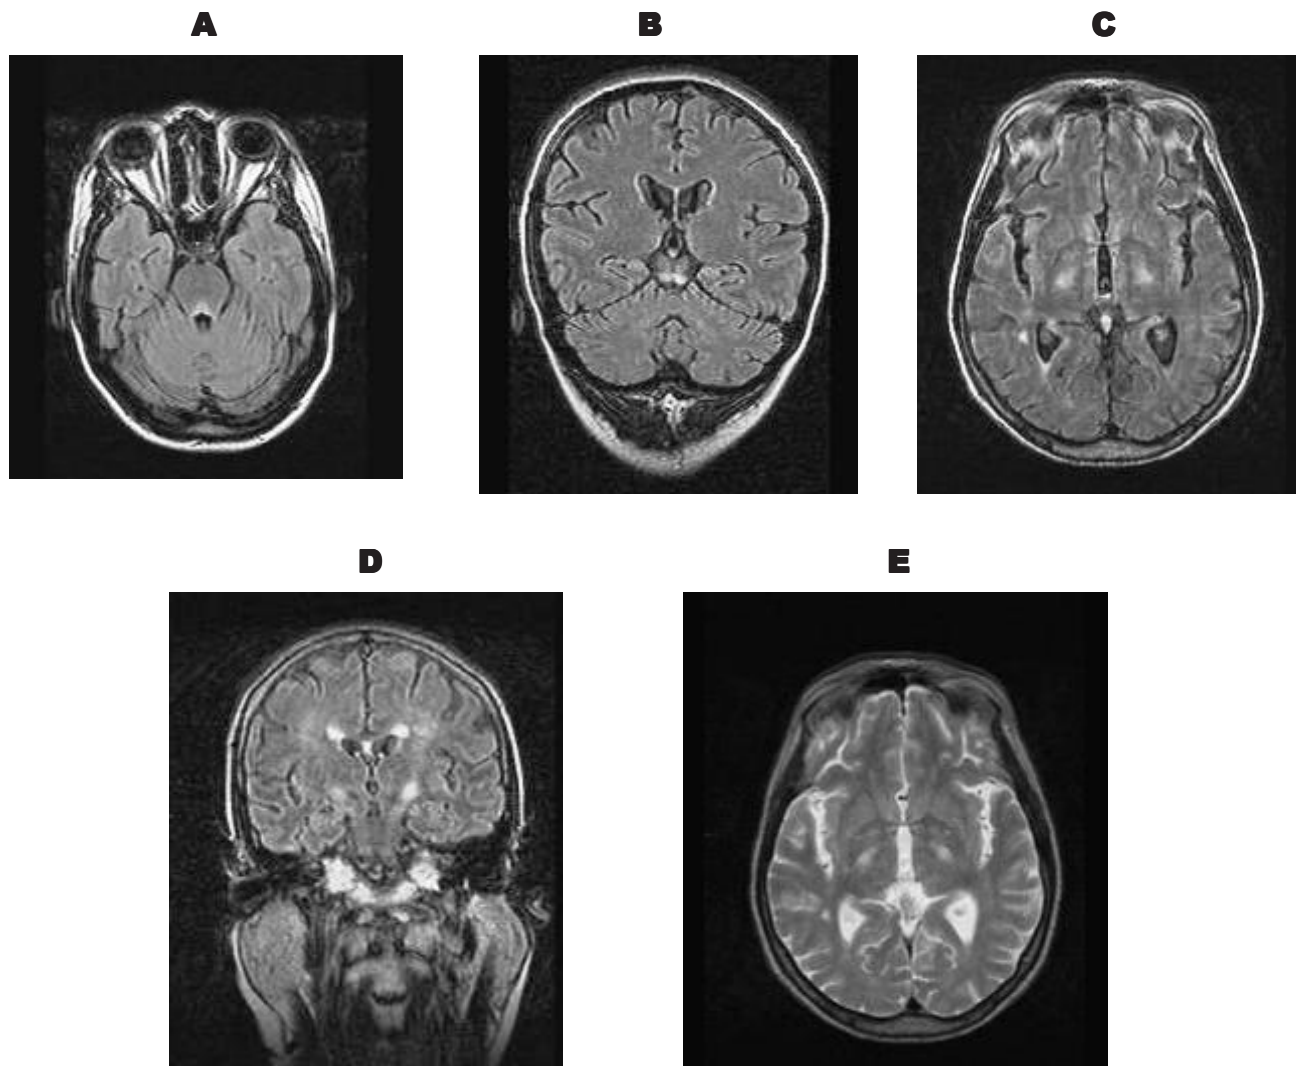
Imagens de RM demonstrando hipersinal em substância cinzenta periaquedutal, imediações do terceiro ventrículo e tálamo bilateralmente; paciente com Doença de Wernicke.
